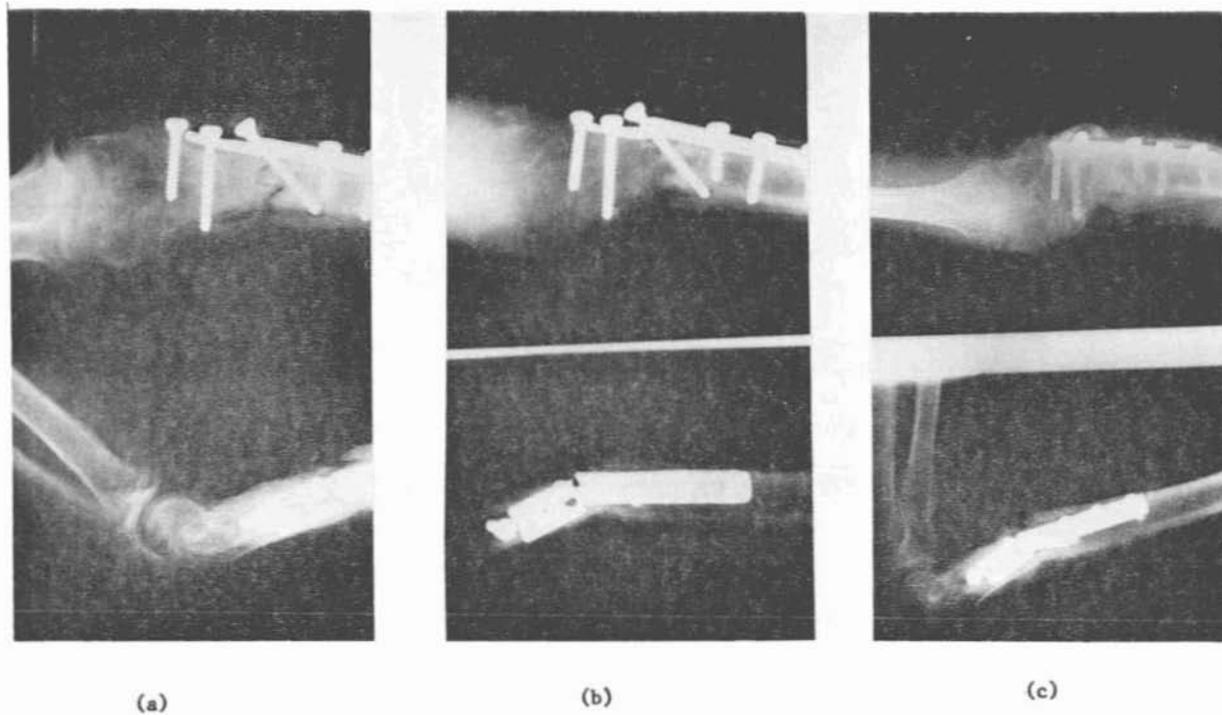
Radiografias do paciente A.V.F. obtidas respectivamente antes da estimulação (a), 30 dias (b) e 45 dias (c), após o início da estimulação.
